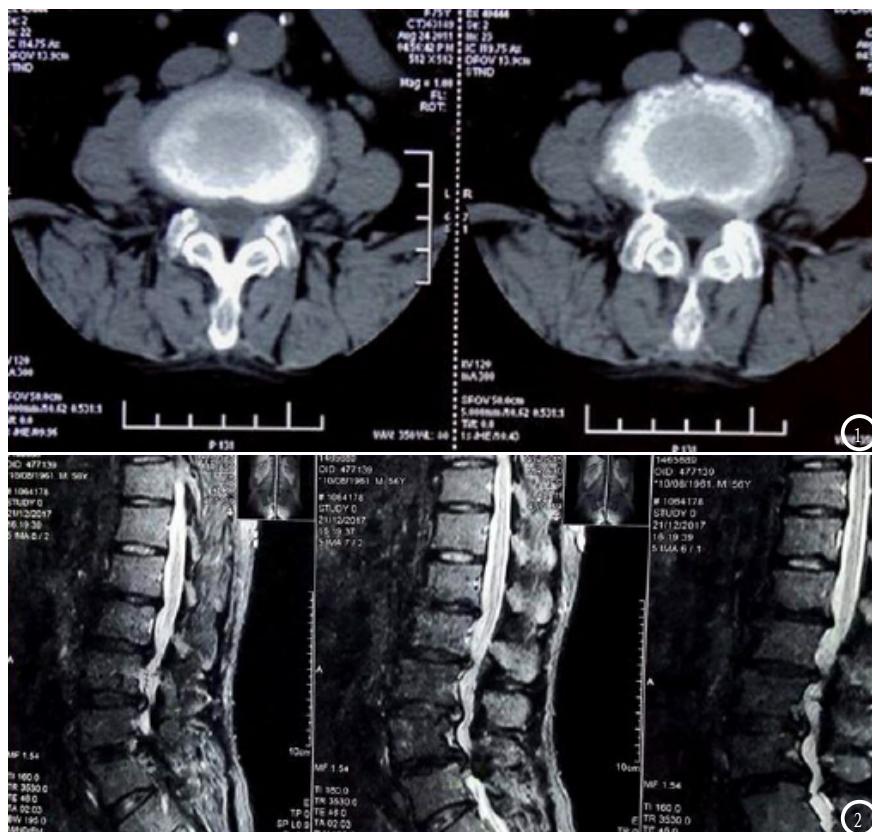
腰椎滑脱症的CT影像学图像。图2 腰椎滑脱症的MRI影像学图像。
